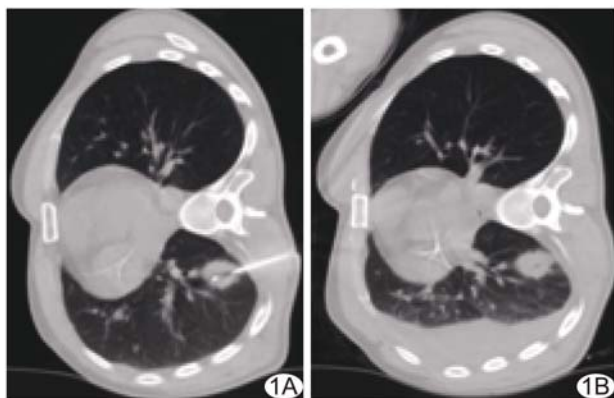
患者男,30 岁,纵隔霍奇金淋巴瘤肺转移 A. 行右侧卧位 CT 引导下经皮肺穿刺活检; B. 拔出穿刺鞘针后出现大量胸腔积气
